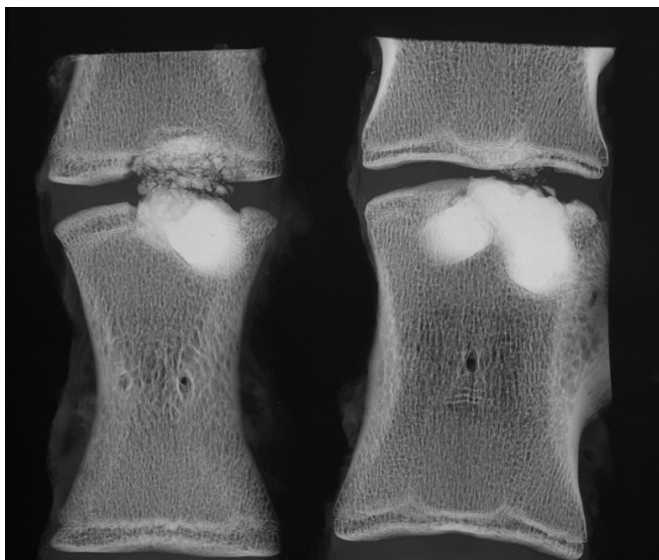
HR-Kontaktmakroradiographie einer 4 mm dicken Präparatscheibe (Spongiosa-Gruppe): Fehlende Knochenneubildung ( $n = 5$ ).
